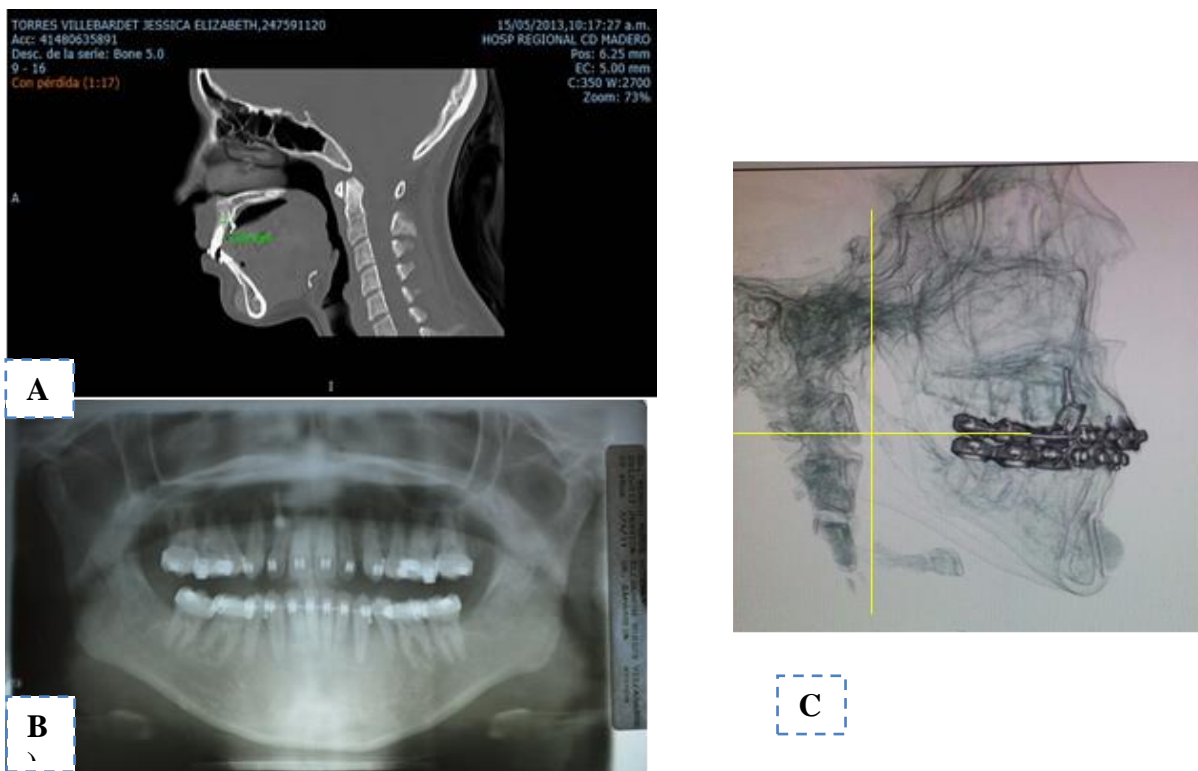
A) Tomografía axial computarizada, B) Panorámica y lateral (C) Para realizar mediciones lineales.
